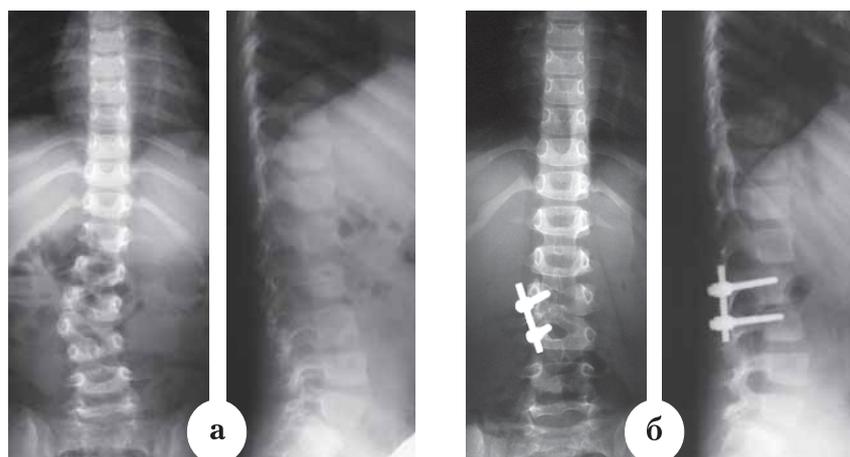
Рентгенограммы пациента П., 2 лет 4 мес. Врожденный кифосколиоз на фоне заднебокового полупозвонка L3 (D): а – до операции; б – через 2 года после экстирпации полупозвонка, постановки контрактора, заднего локального спондилодеза и корпорореза на уровне L2-L4 (D)
